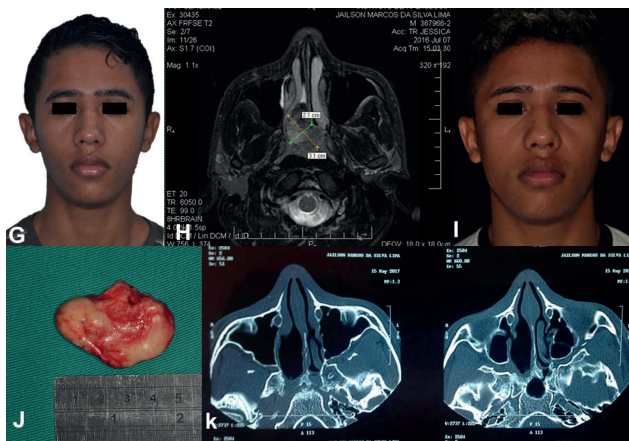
(G) Visão frontal pré-operatória; (H) Corte axial da RNM evidenciando lesão em região de rinofaringe e fossa pterigopalatina; (I) Visão frontal pós-operatória de 01 ano; (J) Lesão após exérese; (K) Tomografia pós-operatória.
